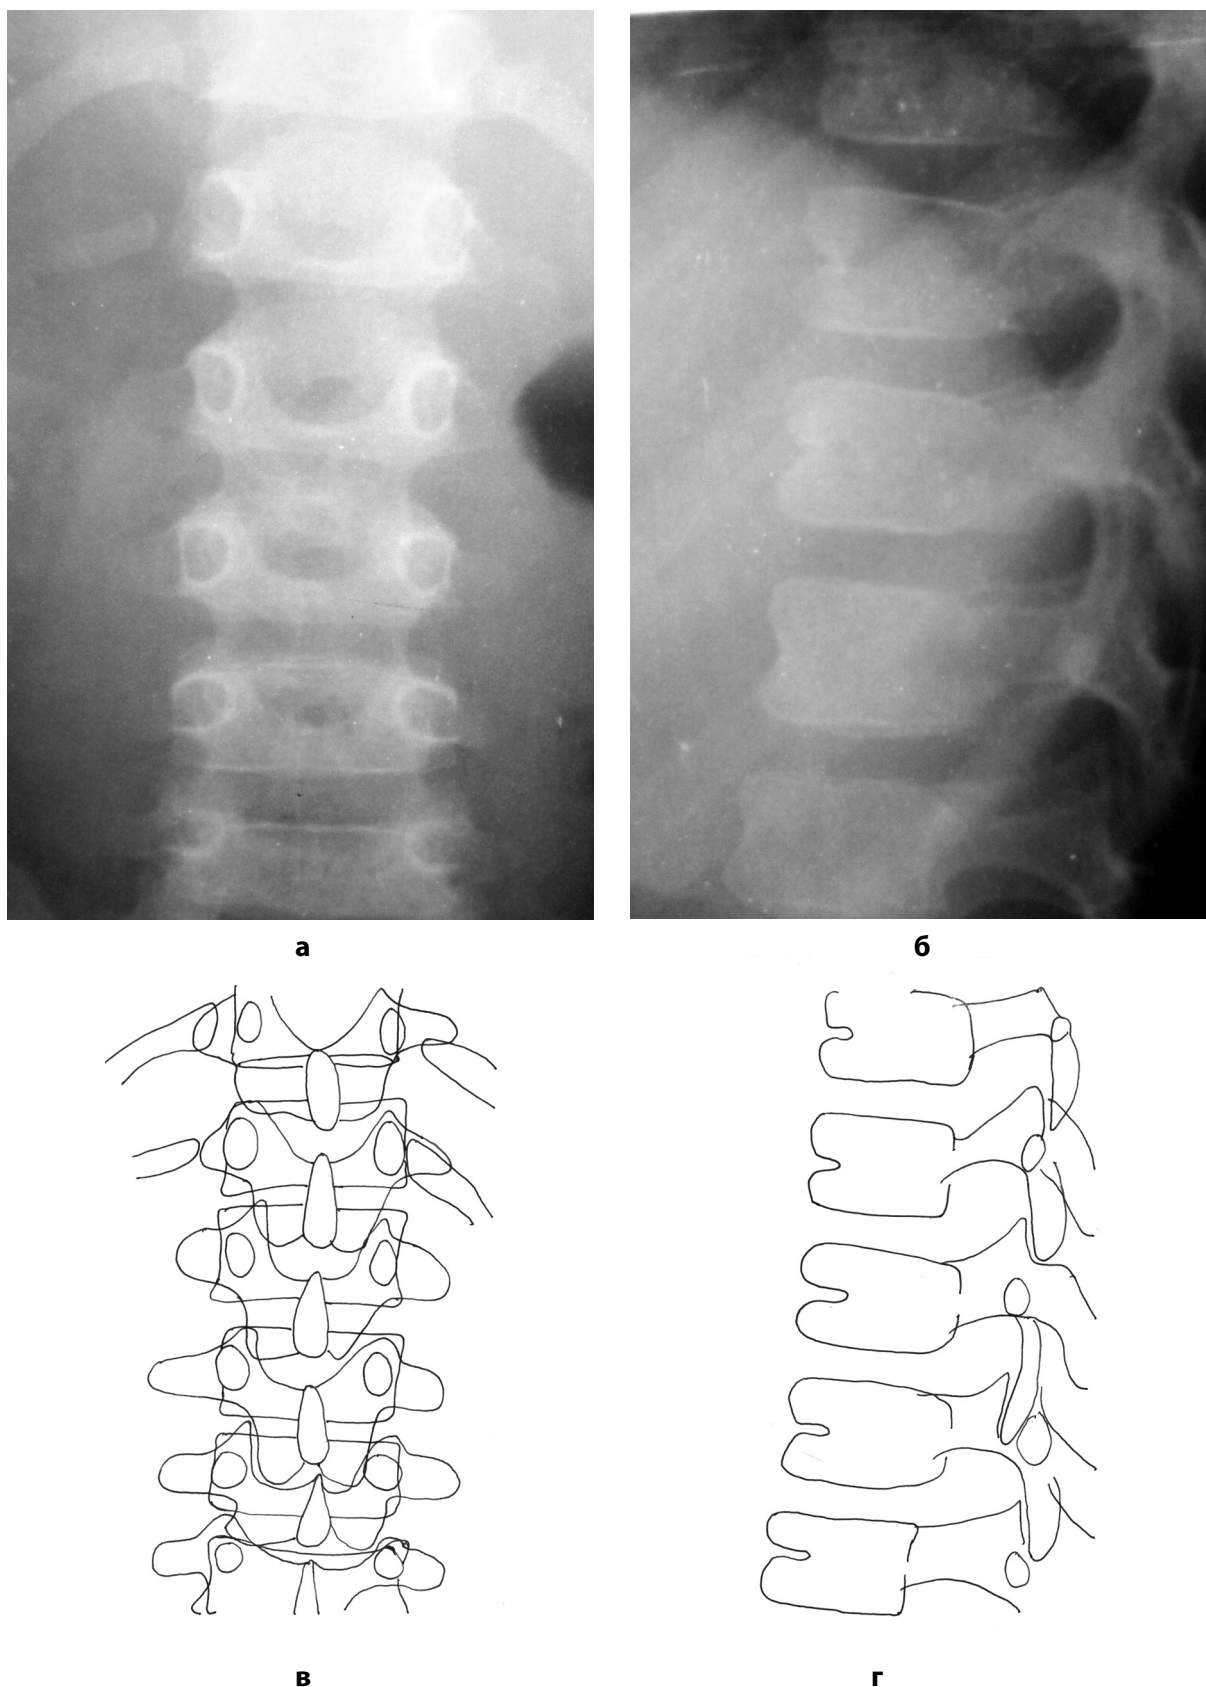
Рентгенограммы позвоночника ребенка в возрасте 6 лет:
